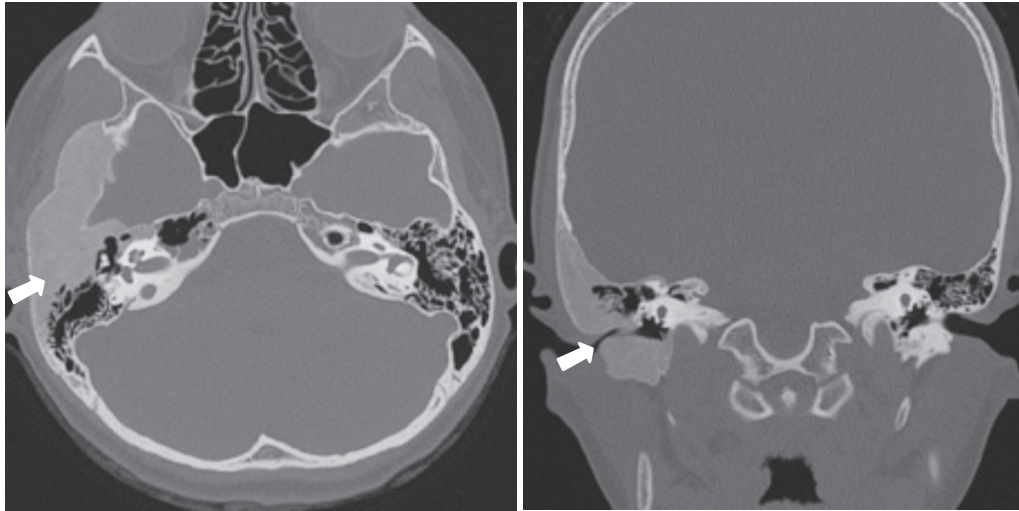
Initial axial (left) and coronal (right) temporal bone CT images shows hypertrophied squamous, mastoid, and petrous portions of right temporal bone with resultant narrowing of the right external auditory canal (arrows). The mechanism of narrowing of the external auditory canal is different from that of the atresia of the external auditory canal.
